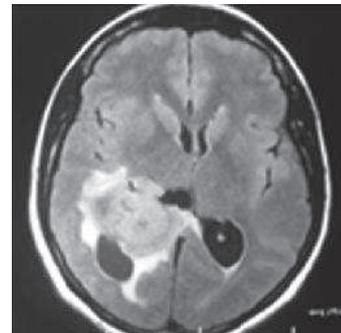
IRM en coupe axiale T2
